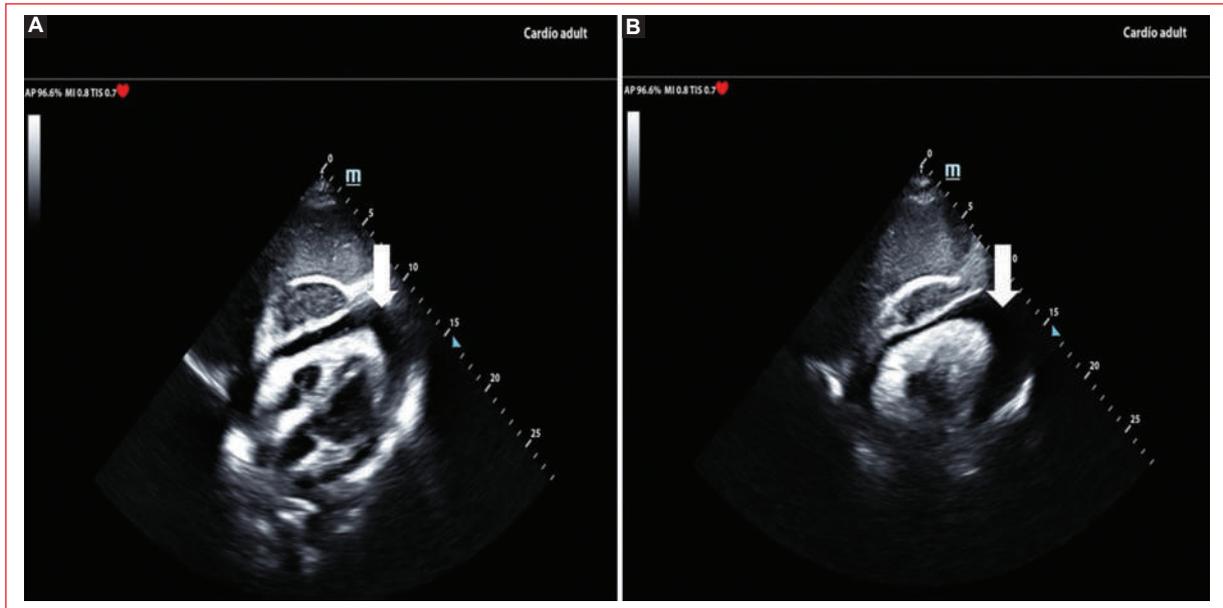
Ecocardiografía transtorácica. A: derrame pericárdico y colapso parcial de las cavidades derechas. B: colapso completo de las cavidades.
